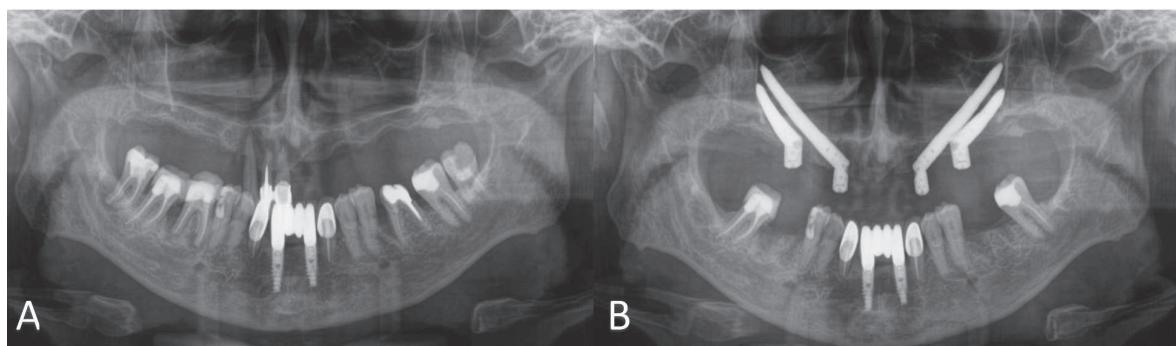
A- ortopantomografia preoperator; B- ortopantomografia postoperator
